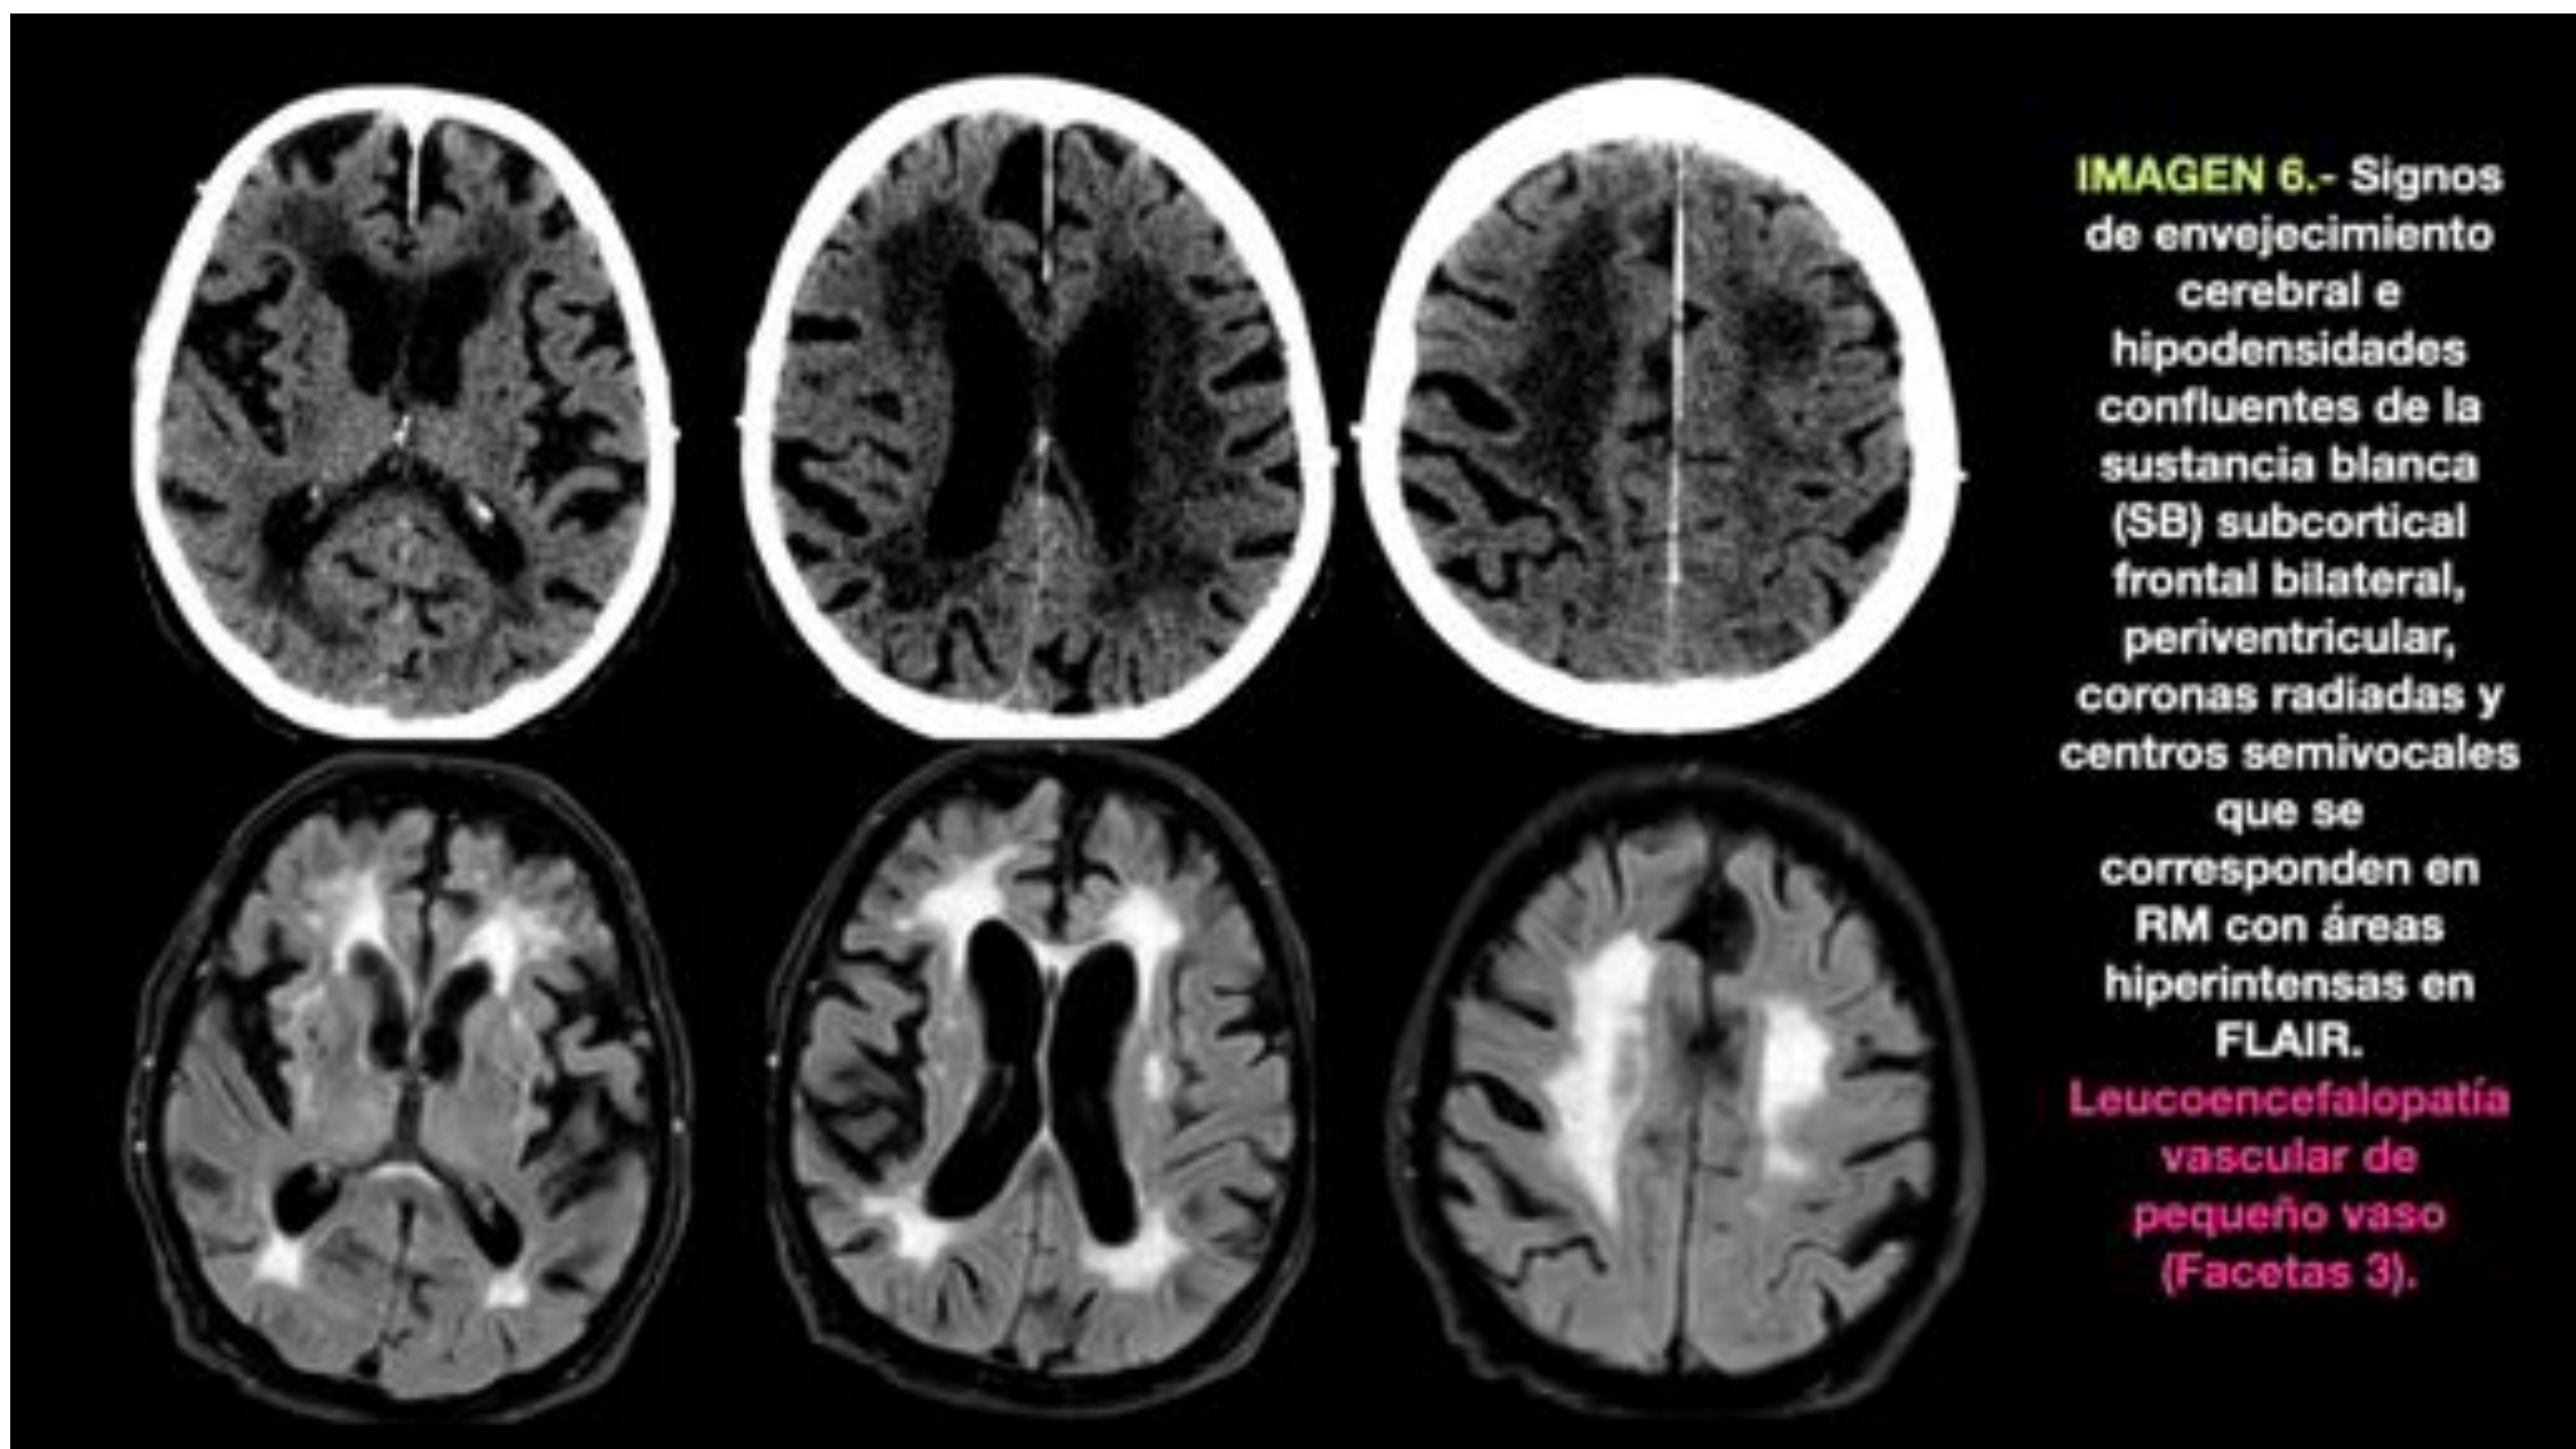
Signos de envejecimiento cerebral e hipodensidades confluentes de la sustancia blanca (SB) subcortical frontal bilateral, periventricular, coronas radiadas y centros semivocales que se corresponden en RM con áreas hiperintensas en FLAIR.
